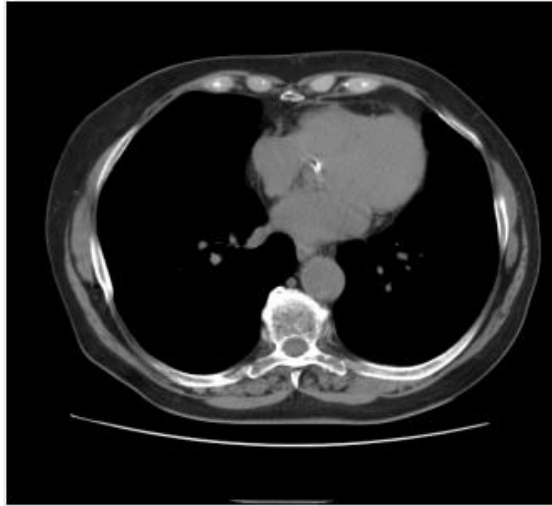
Компьютерная томограмма с объектом интереса
